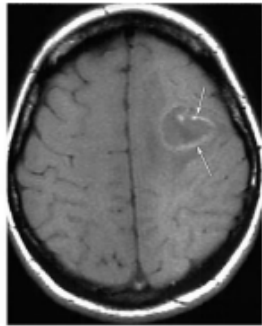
Абсцес правої задньо-лобно-тім'яної ділянки, магнітно-резонансна томографія: а - T1-зважене зображення; б - T1-зважене зображення з контрастним посиленням; у - 2-зважене зображення
